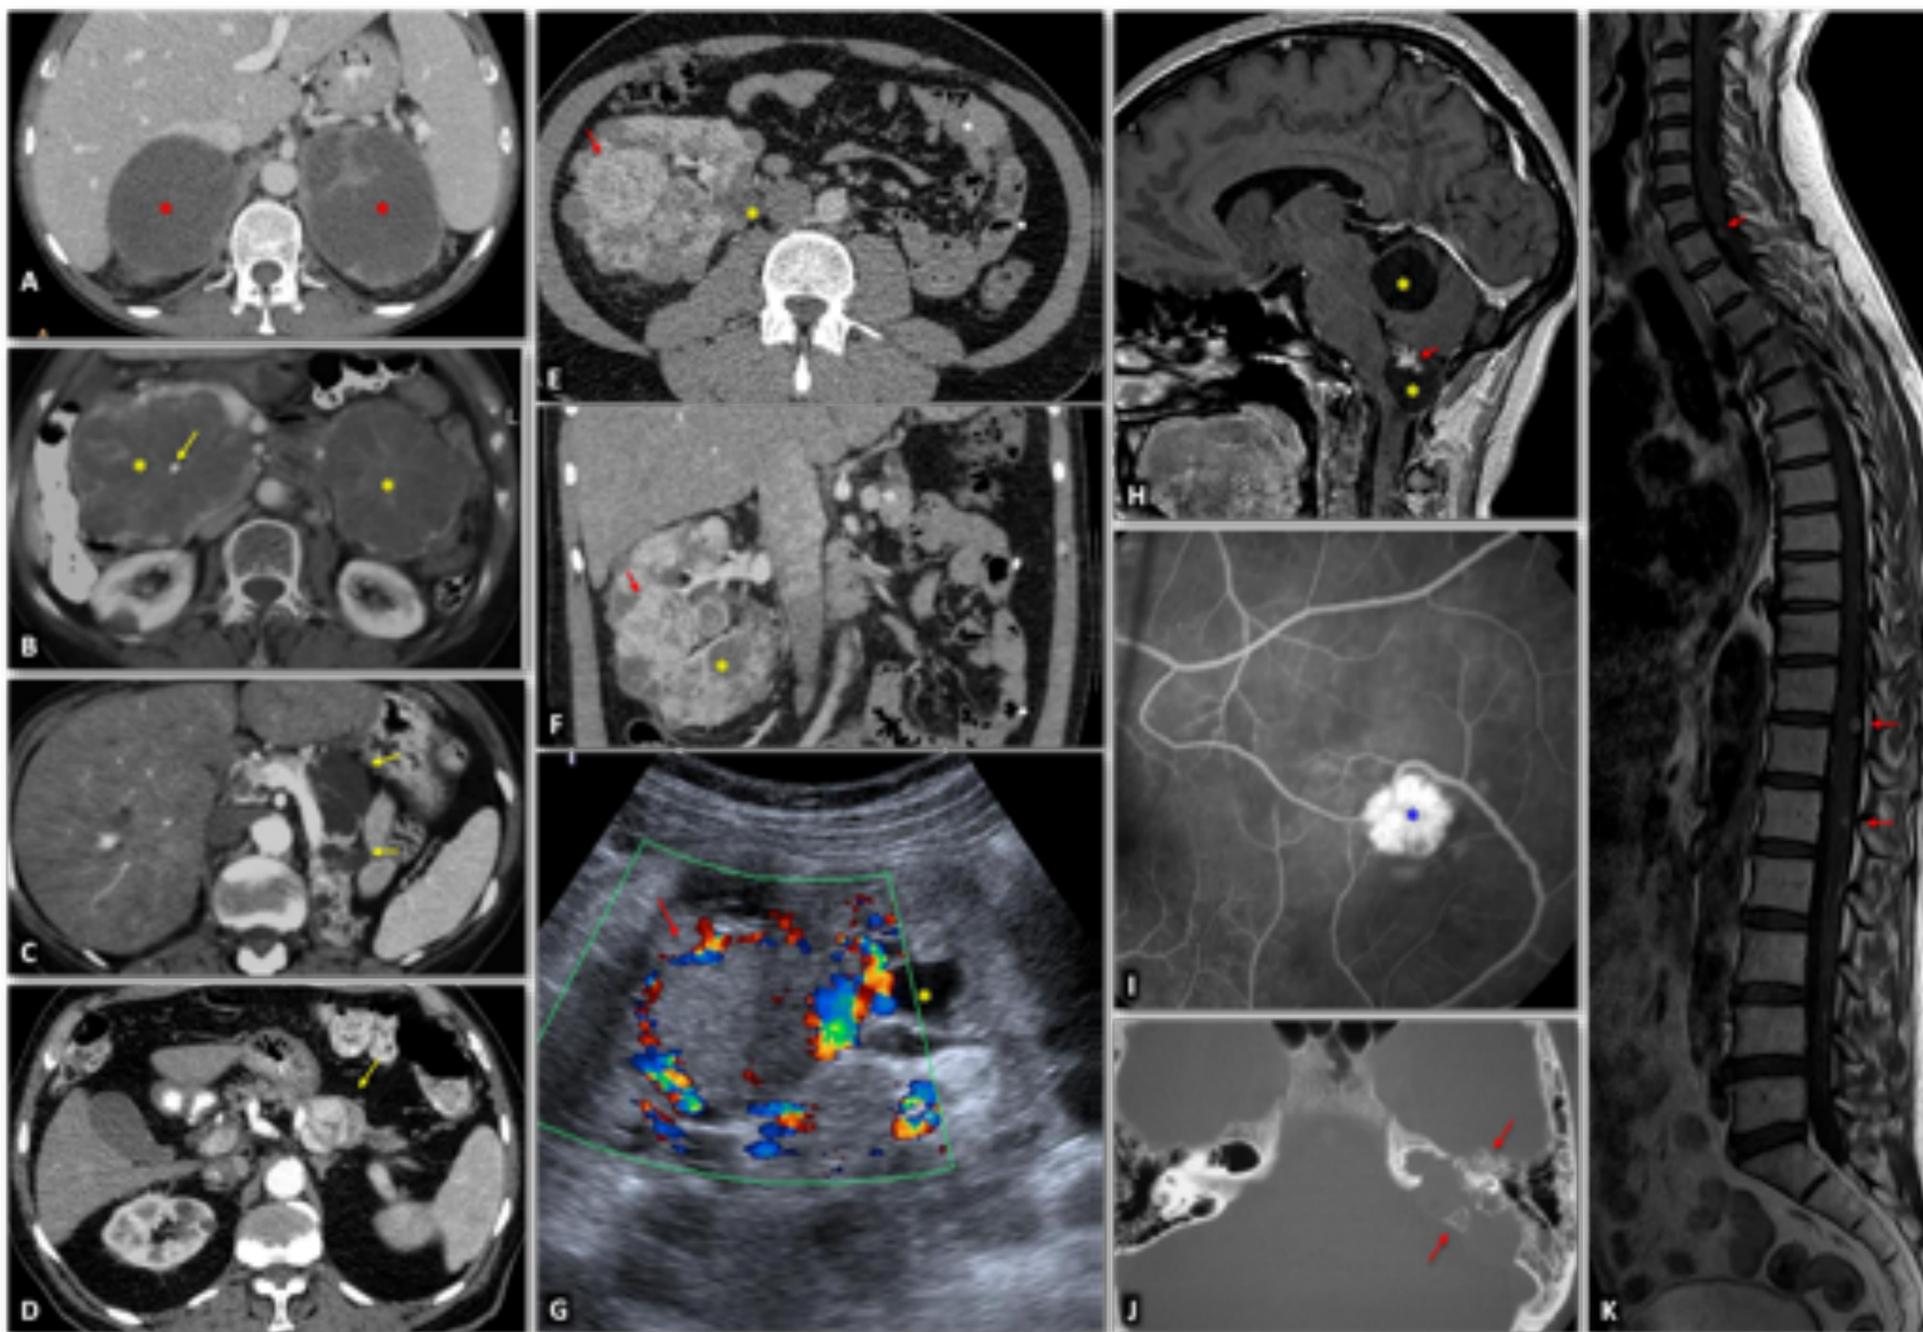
Síndrome de von Hippel-Lindau. Hallazgos en distintos pacientes. A. Feocromocitomas adrenales bilaterales en un varón joven. TC. Grandes masas bien delimitadas en ambas adrenales (*), con áreas quísticas predominantes B. Neoplasias pancreáticas quísticas múltiples en una mujer joven. TC. Se ven dos grandes masas pancreáticas (*) multiquísticas, con septos radiantes y, en la derecha, una pequeña calcificación central (flecha). También se ve un quiste renal cortical derecho. C. Quiste pancreáticos múltiples. TC. Quistes de diversos tamaños (flechas) en el cuerpo y la cola de un páncreas reposicionado tras nefrectomía izquierda por múltiples carcinomas renales de células claras. D. Tumor neuroendocrino pancreático. TC. Pequeña lesión nodular (flecha) con intenso realce en la fase arterial, en el cuerpo pancreático. También se ven pequeños quistes renales. E, F (TC) y G (ecografía Doppler). Múltiples carcinomas de células claras (flechas) y quistes corticales (*) en el riñón derecho único de un varón joven ya sometido a nefrectomía izquierda. H. Dos hemangioblastomas cerebelosos. RM sagital T1 con Gd. Lesiones quísticas cerebelosas (*), con un nódulo sólido con realce heterogéneo en la más inferior (flecha). I. Angioma retiniano. Angiograma retiniano con fluoresceína. Lesión hiperfluorescente (*) con un aporte arterial prominente. J. Tumor del saco endolímfático. TC. Lesión lítica (flechas) con su epicentro en la cresta petrosa posterior en la región del acueducto vestibular, con algunas espículas óseas intratumorales. K. Hemangioblastomas espinales múltiples. RM sagital T1 con Gd. Puntos brillantes intramedulares múltiples (flechas).
